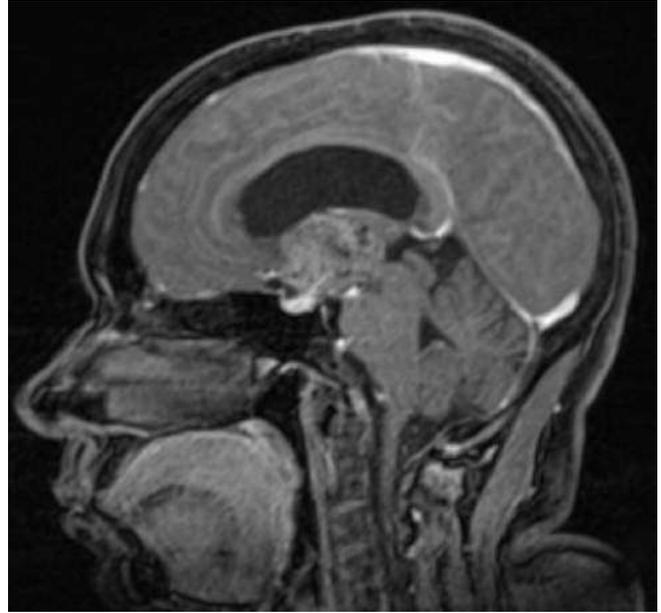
Craniofaringioma visto na RM (T2).
